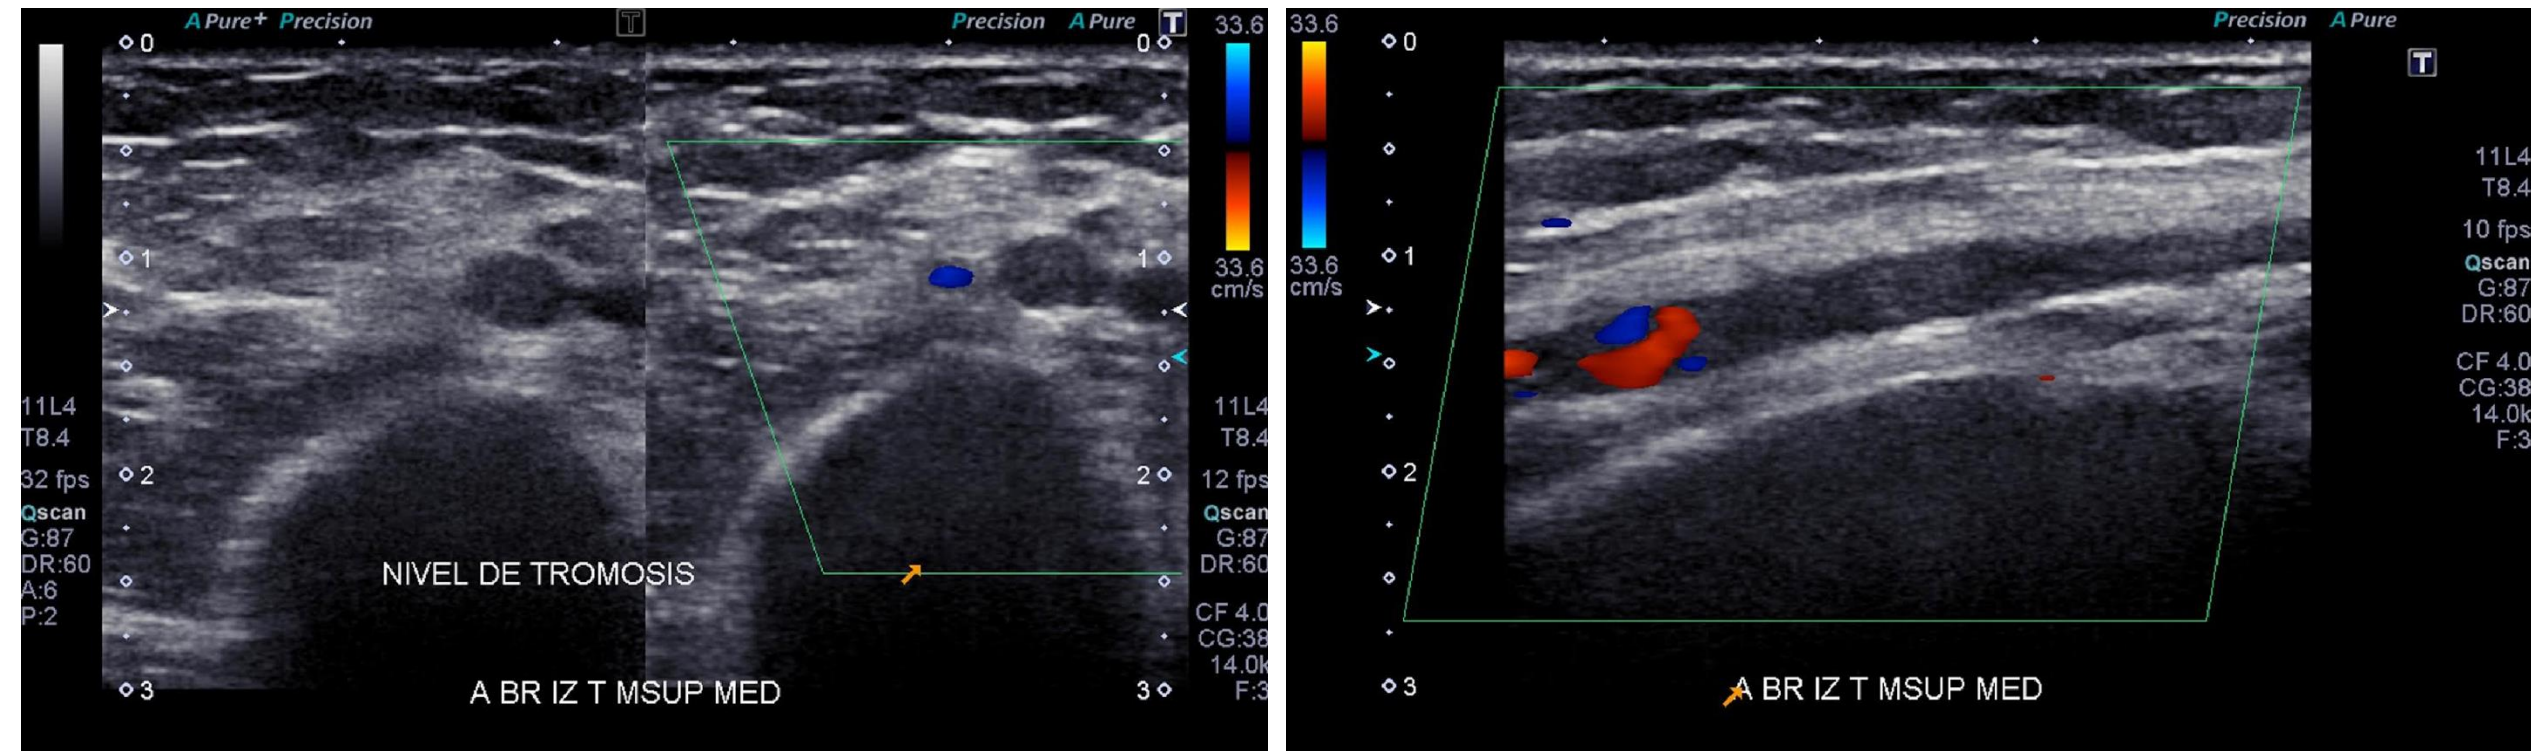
Estudio Doppler. Obstrucción de arteria braquial por presencia de trombosis con múltiples colaterales.
